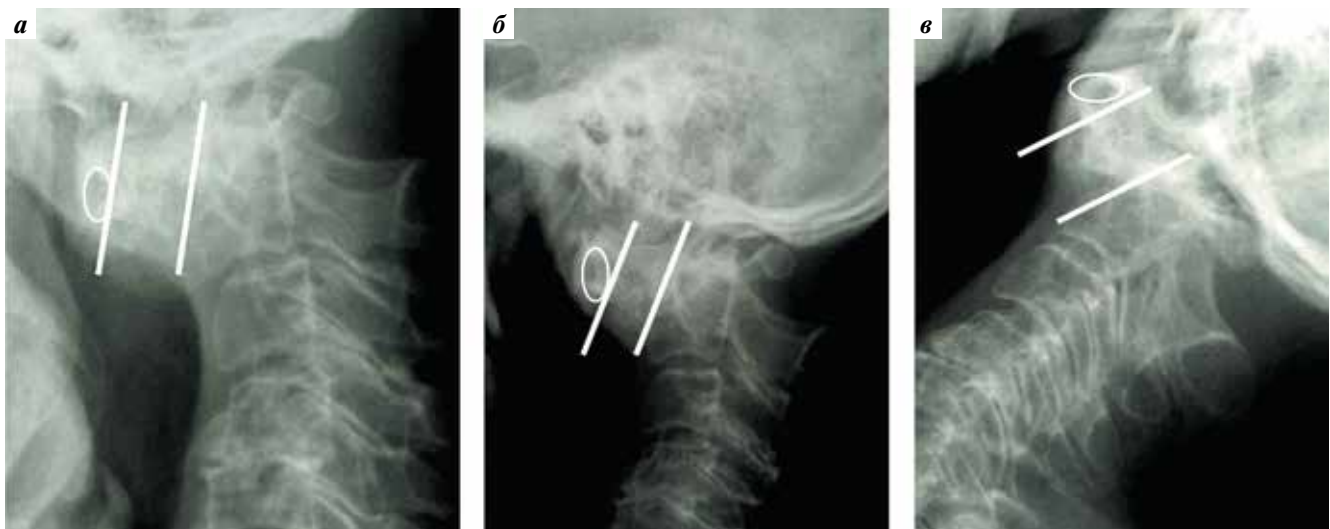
Функциональная рентгенография шейного отдела позвоночника: а – сгибание; б – среднее положение; в – разгибание
